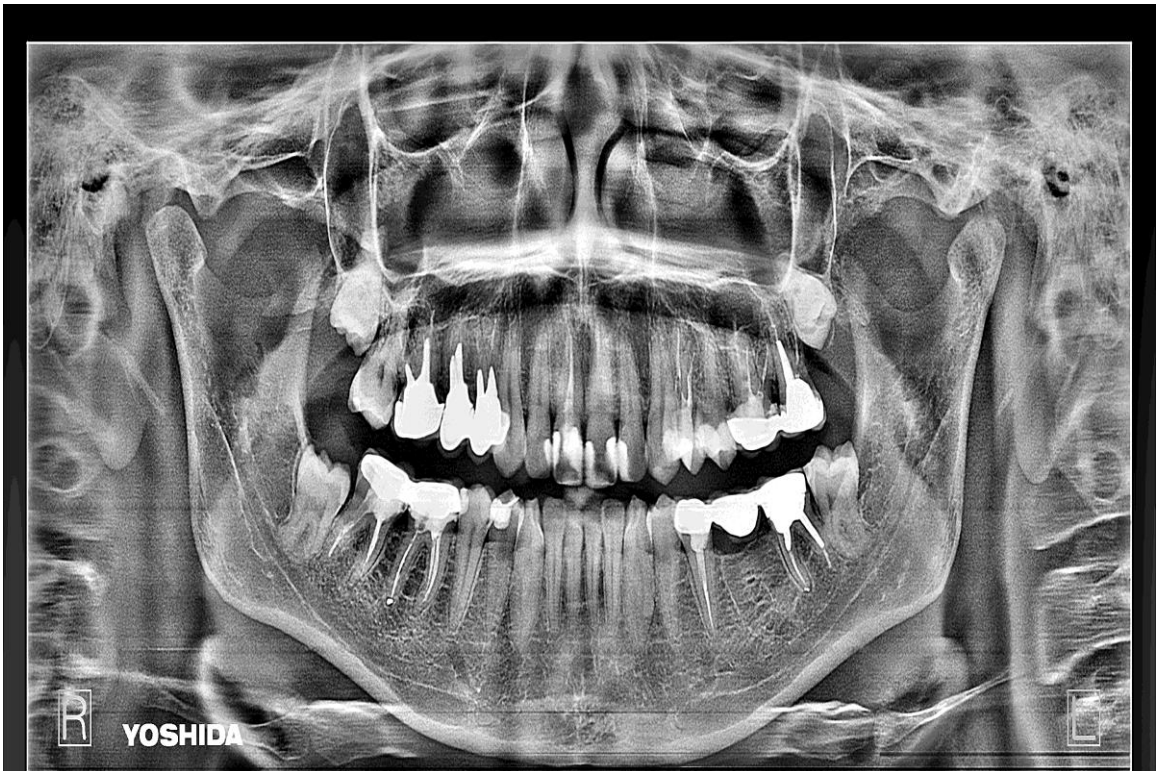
Ортопантомограма пацієнтки Б., 29 років, зроблена при первинному огляді.
